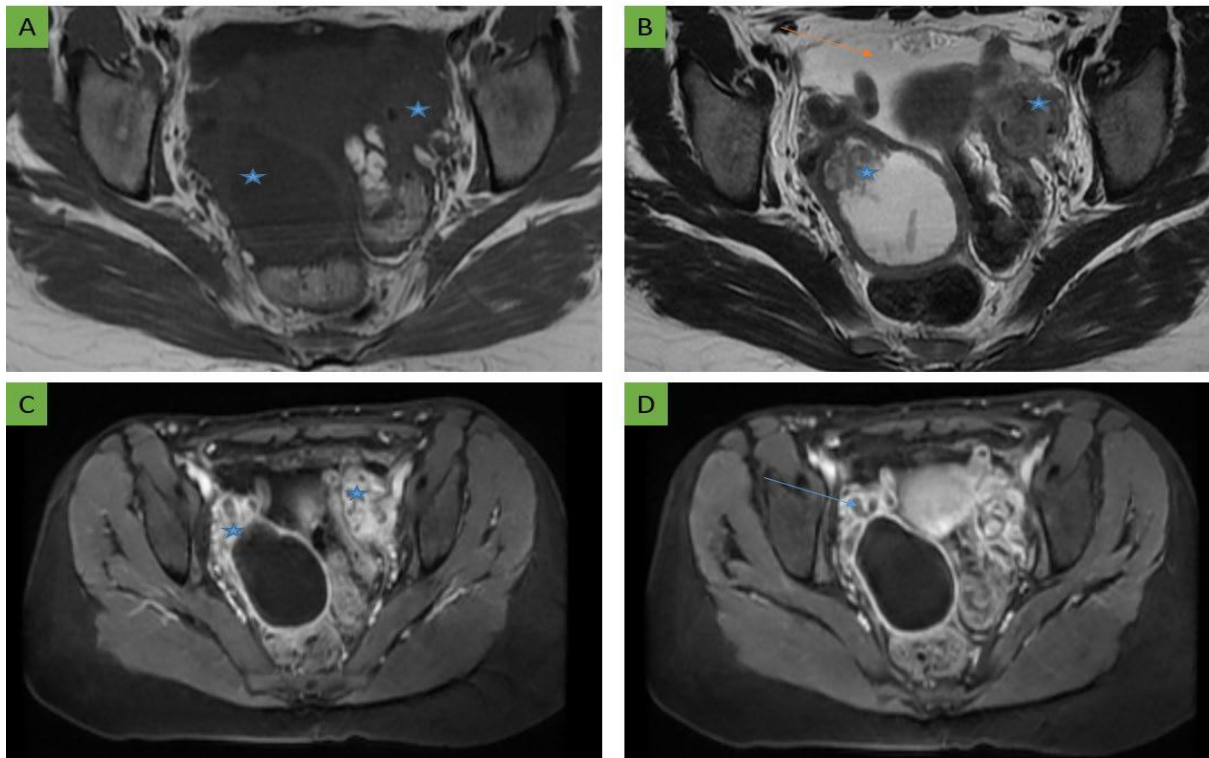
IRM pelvienne : 02 masses ovariennes solido-kystiques (astérix), majoritairement kystique à droite, à composante charnue, en hyposignal T1 (A), hypersignal hétérogène T2 (B), fortement rehaussée après contraste sur les séquences dynamiques injectées (C, D)
